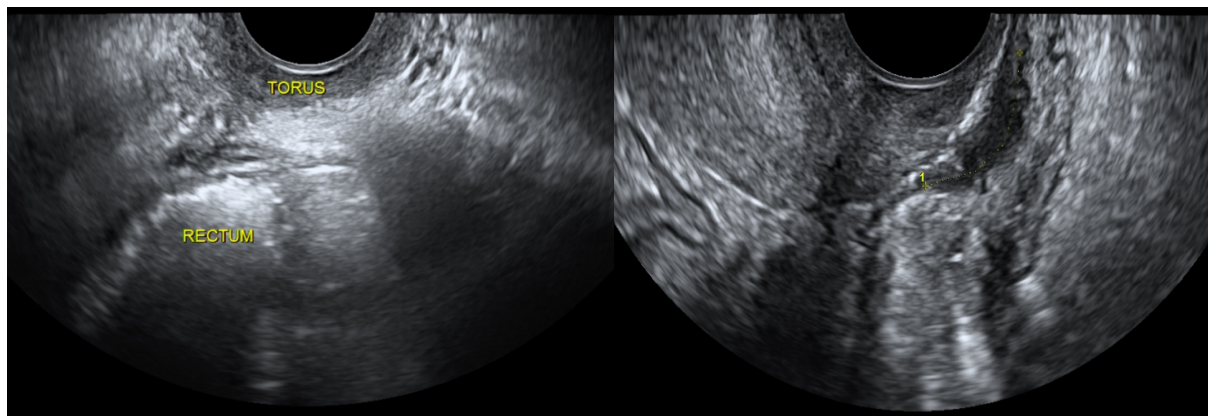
Échographie endo-vaginale sans préparation digestive (a) et après lavement rectal (b) :
